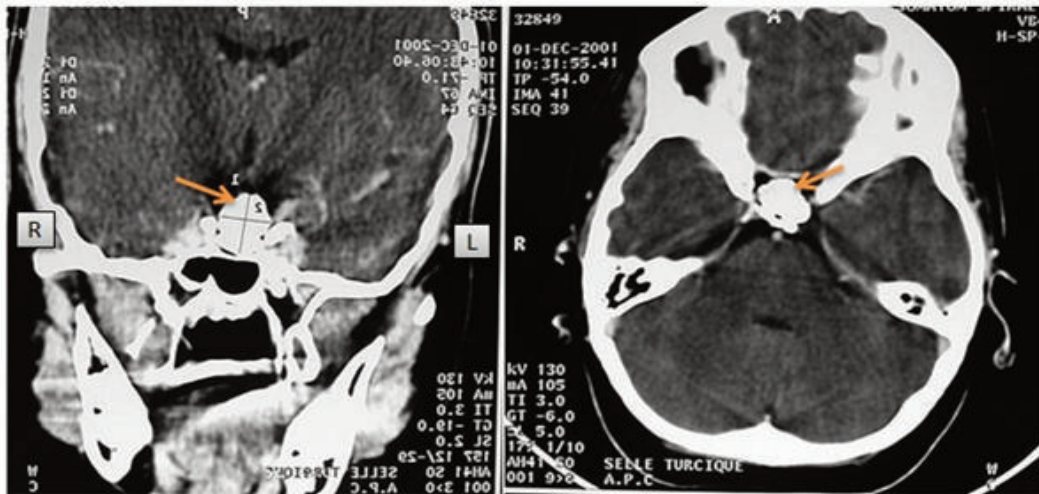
TDM cérébrale objectivant une masse de 45x11mm, intra et supra sellaïre, de densité calcique. Le planché sellaïre est déprimé à gauche mais intact.
